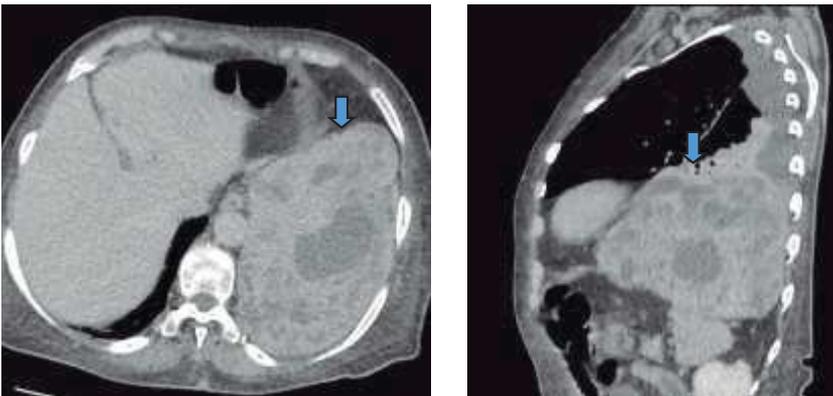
TC c/contraste de Tórax: corte axial (1a) y corte sagital (1b)
